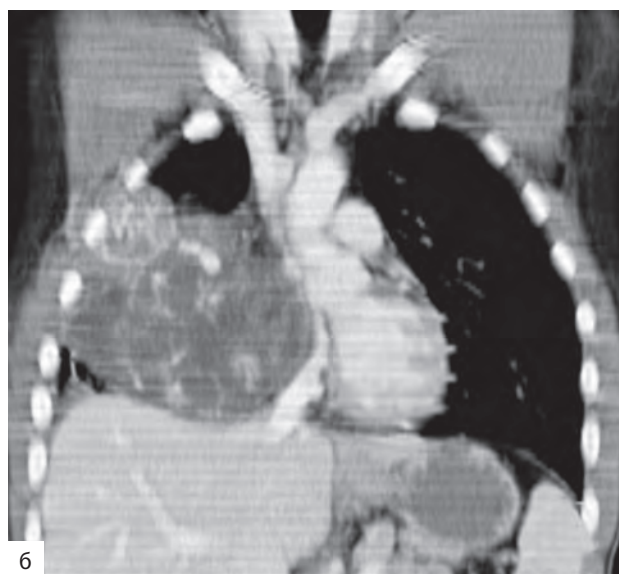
Новообразование средостения — ангиосаркома. КТ-ангиография (а) и реформация изображения во фронтальной плоскости (б) позволяют определить локализацию опухоли и ее взаимоотношения с камерами сердца и крупными венозными сосудами
